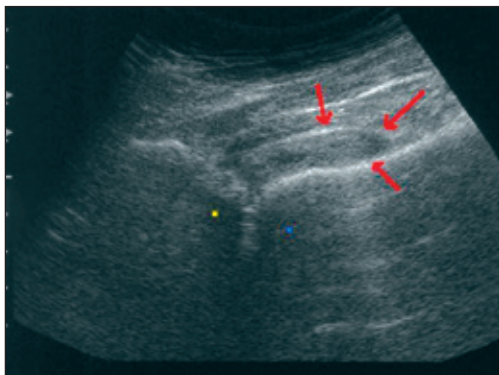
Panno sinoviale e versamento articolare in ecografia coxofemorale.
